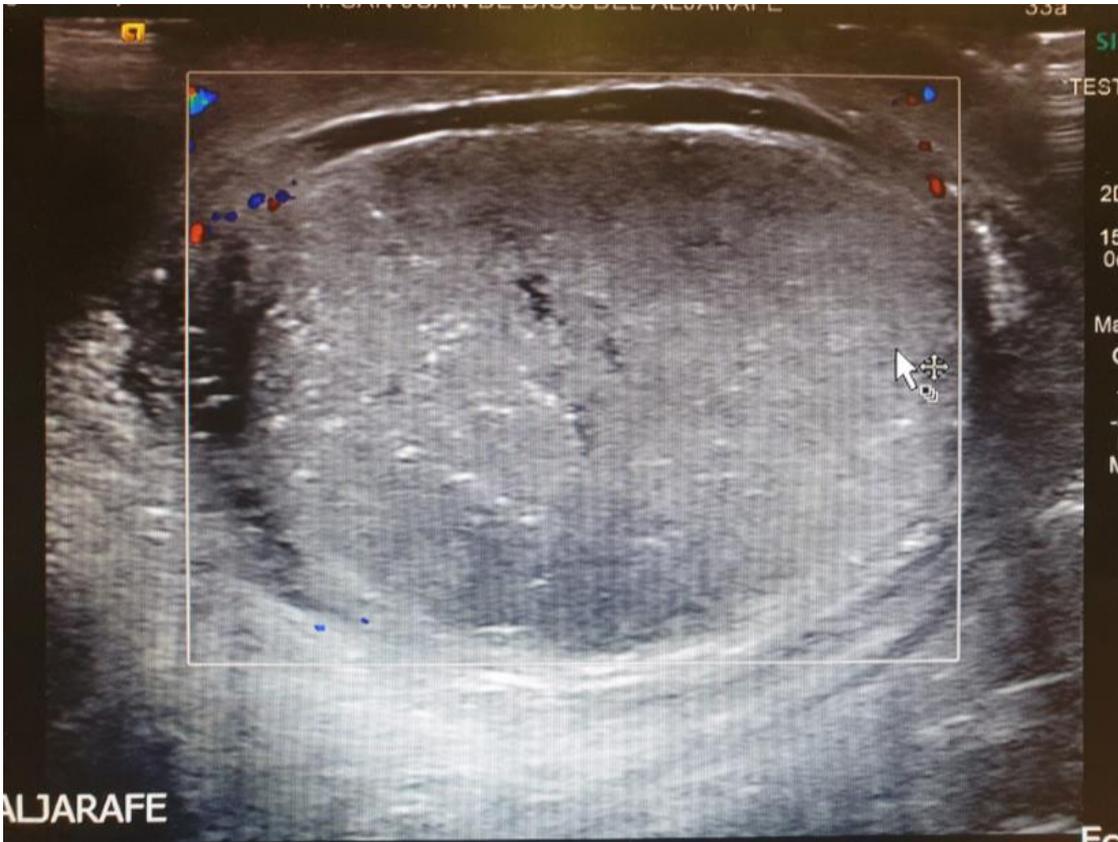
Ecografía testicular izquierda que confirma la ausencia de vascularización y el comienzo de la deestructuración del parénquima con aparición de líquido peritesticular.
